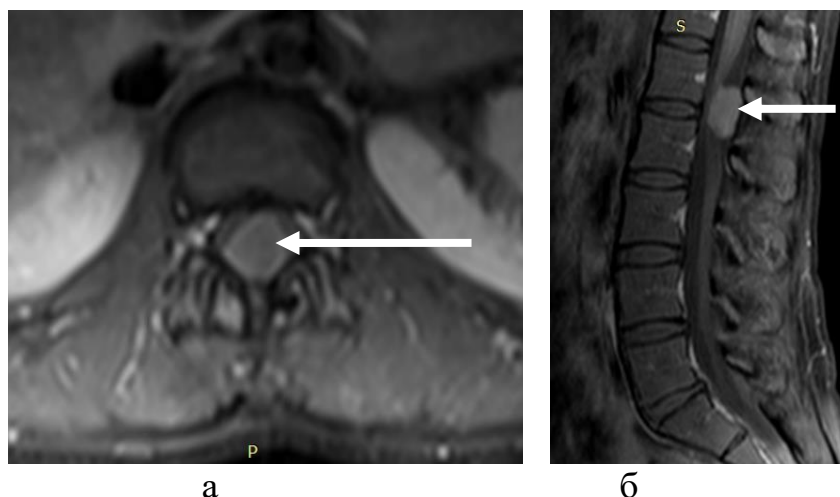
МР-томограммы (Т1 ВИ с контрастным усилением) пациентки с эпендимомой на уровне L1-L2 позвонков (и/б № 1936/2019) перед операцией в аксиальной (а) и сагиттальной (б) проекциях. Определяется объемное образование (экстрамедуллярная эпендимома, указана стрелкой) на уровне L1-L2 позвонков
